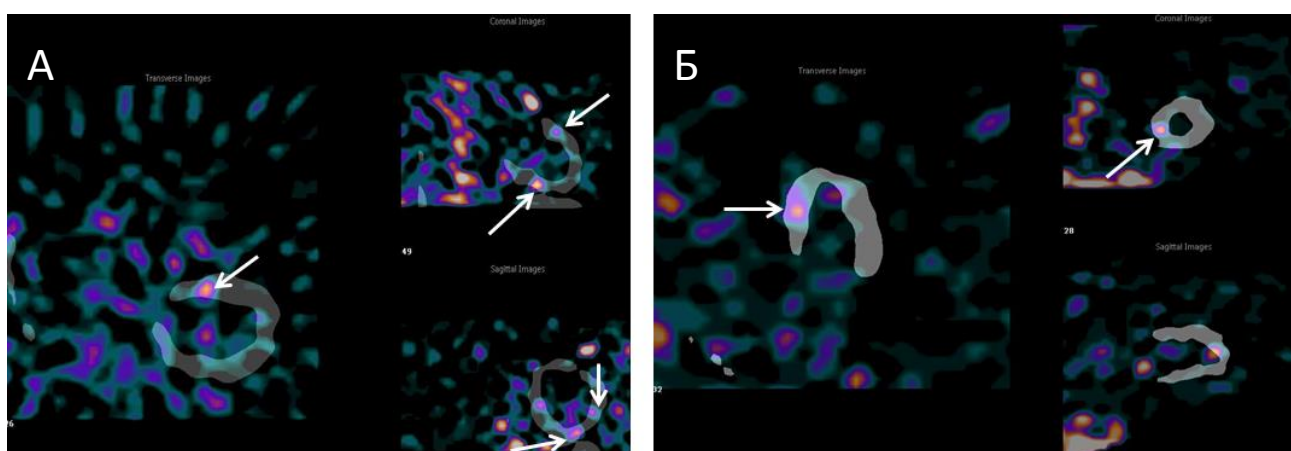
Сцинтиграммы, выполненные через 18 часов после введения меченых ^{99m}Tc -НМРАО-аутолейкоцитов: А – множественные очаги патологического накопления РФП в проекции базальных отделов перегородки и боковой стенки ЛЖ, а также в области средних отделов боковой стенки ЛЖ; Б – единичный очаг патологического накопления в проекции средних отделов перегородки.
